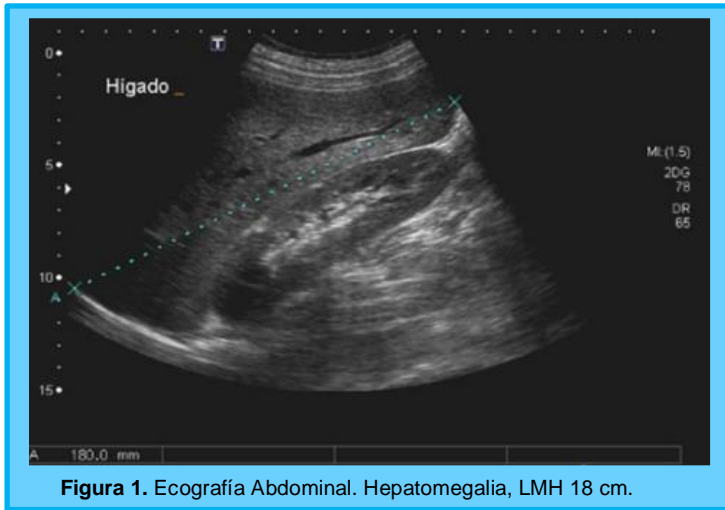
Ecografía Abdominal. Hepatomegalia, LMH 18 cm.
